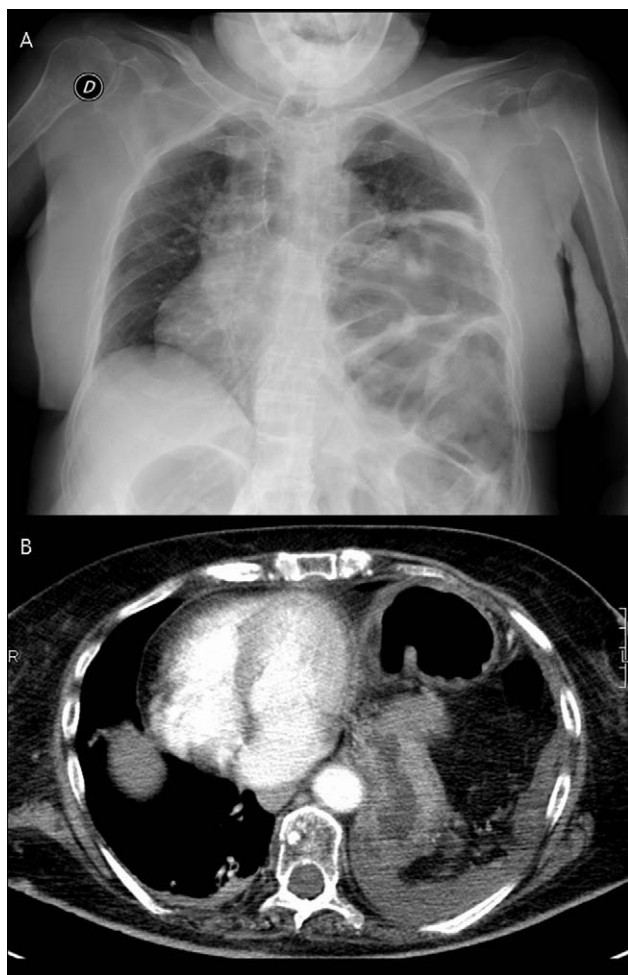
Herniación completa de colon izquierdo –volvuludo–, estómago y bazo en el hemitórax izquierdo (A: Radiografía de tórax; B: TAC).
